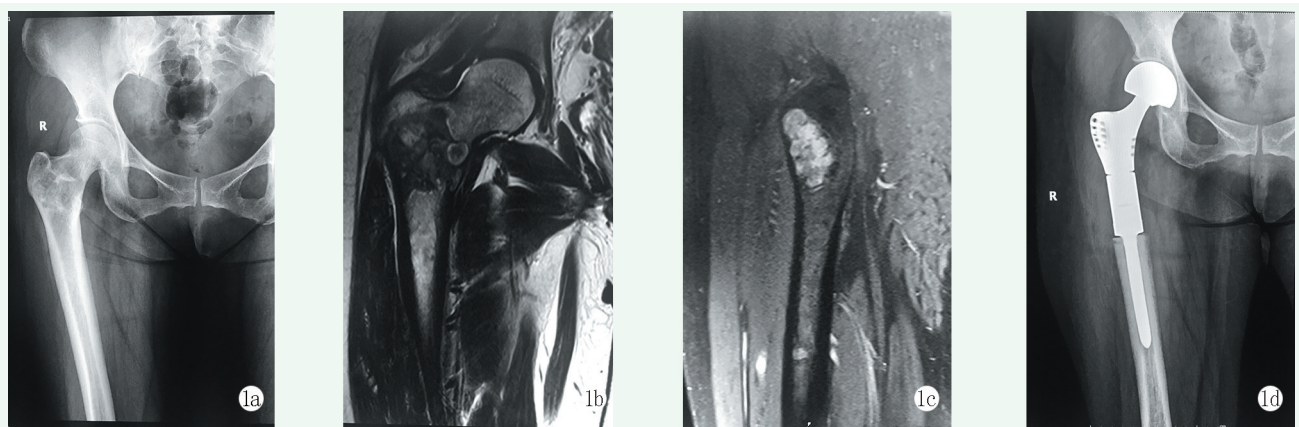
患者, 女, 46岁, 组织穿刺活检诊断为 BUPS, IIA 期 1a: 术前 X 线片示股骨近端骨质破坏 1b, 1c: 术前 MRI 示肿瘤在骨内边界范围 1d: 术后 X 线片示假体位置良好
